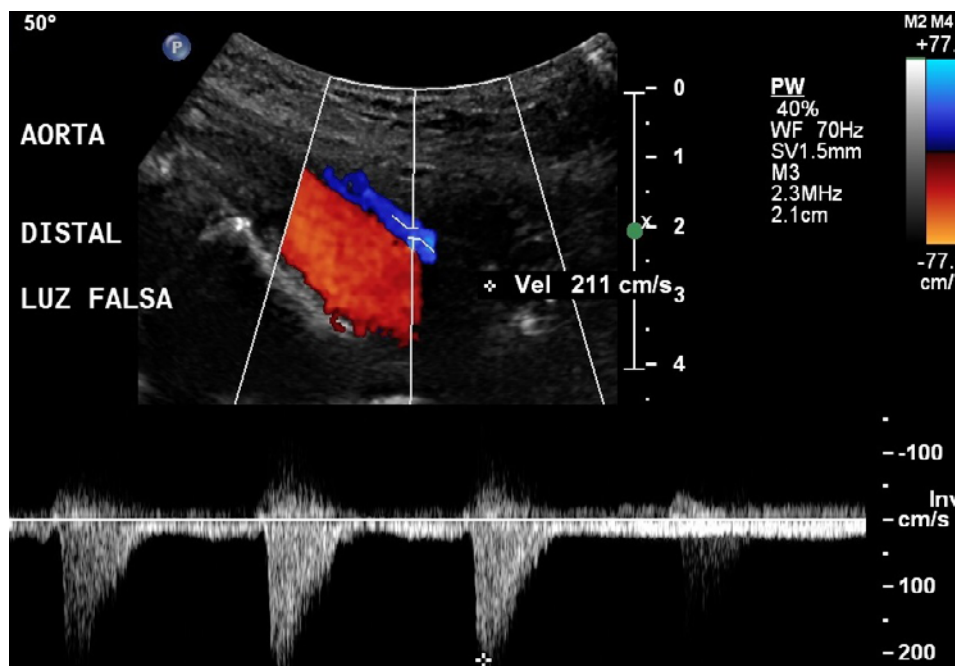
Doppler pulsado da porção distal da aorta (eixo longitudinal)
